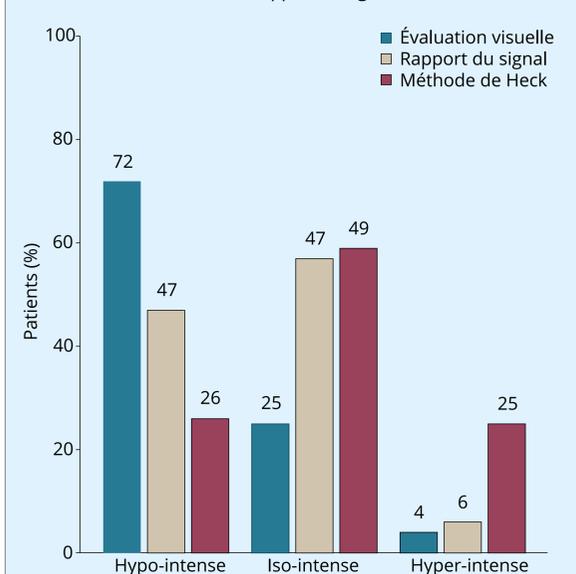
Pourcentage des patients avec une réponse tumorale selon l'intensité du signal T2 sur l'IRM à l'inclusion en utilisant une évaluation visuelle, le rapport du signal et la méthode de Heck
